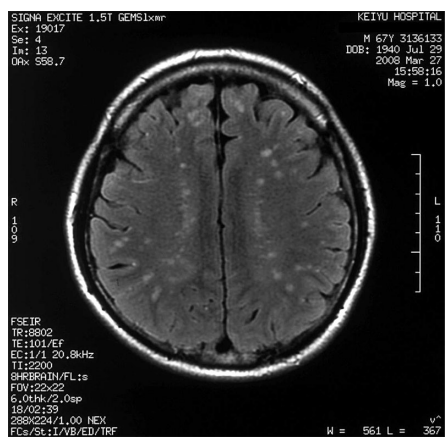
Brain MRI (before): This MRI shows asymmetrical disseminated high intensity areas.
